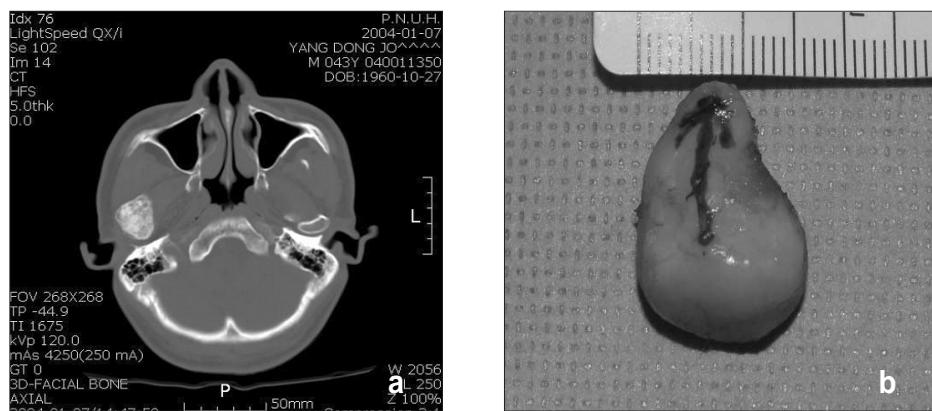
The radiographic and intraoperative findings of osteochondroma.
